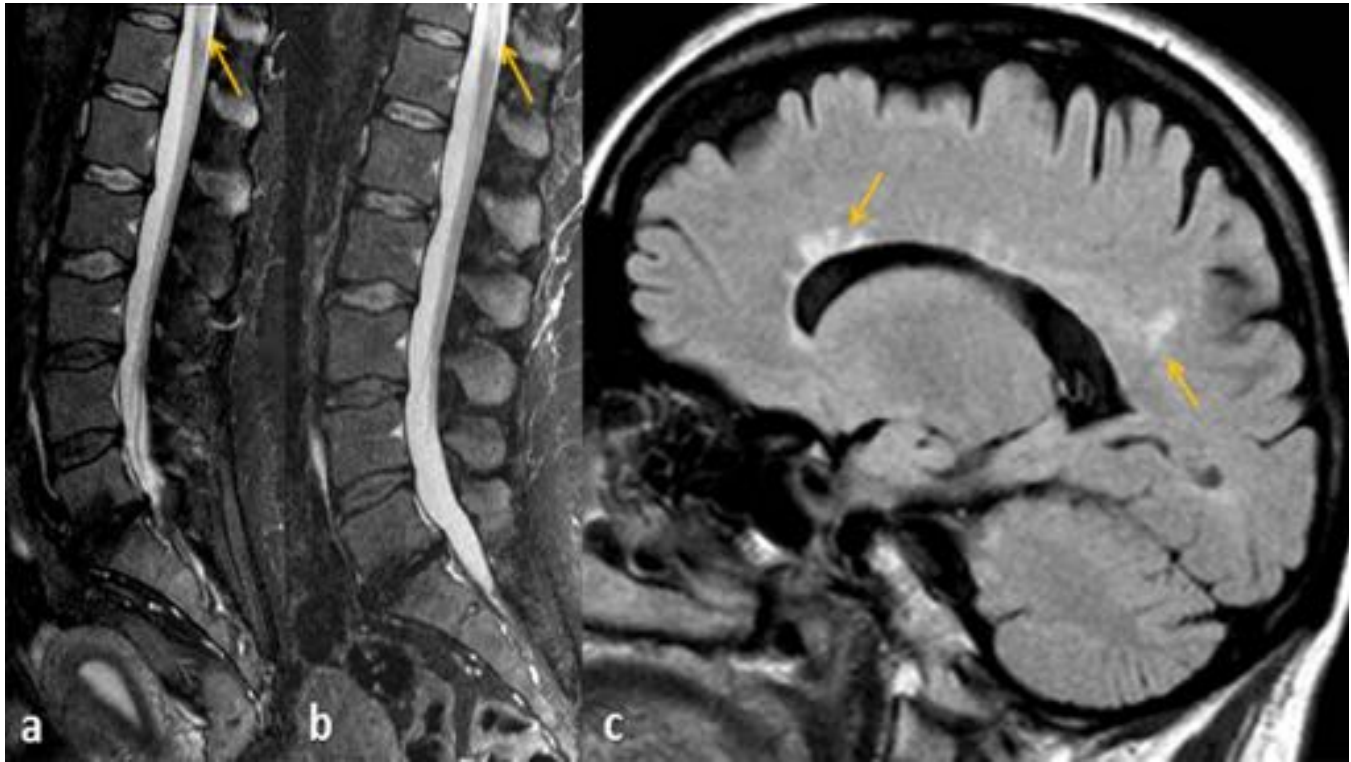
Error de búsqueda satisfactoria (SOS) y error aliterativo. Las imágenes sagitales de RM en STIR (a y b) de la columna lumbosacra en una mujer de 36 años muestran una hiperintensidad segmentaria en la médula espinal distal (flechas), omitida en 2 lecturas consecutivas a lo largo de 1 año. Posteriormente la RM cerebral demostró en las imágenes sagitales FLAIR existencia de hiperintensidades callososeptales en relación con esclerosis múltiple.
